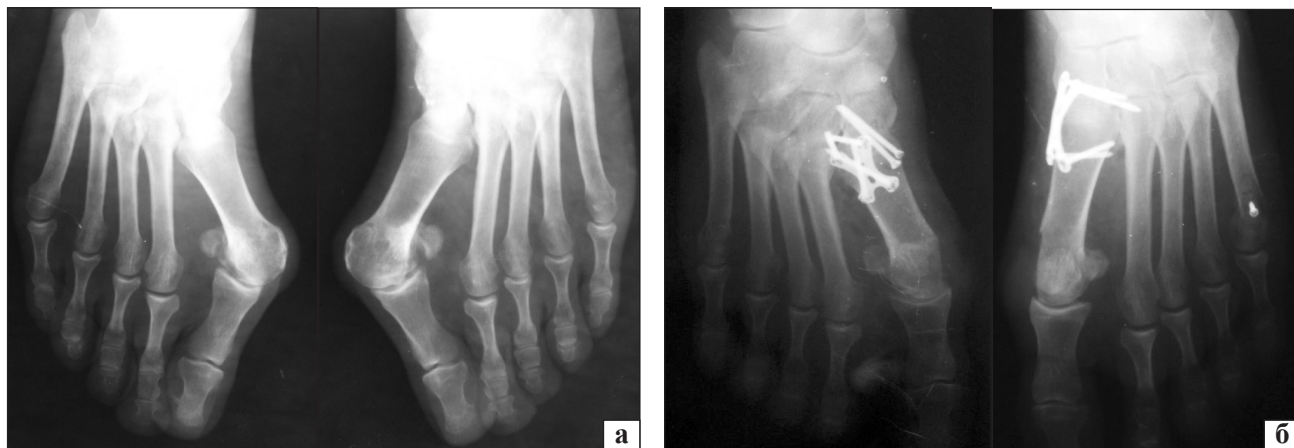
Рентгенограма стоп пацієнтки М., 32 роки, передньо-задня проєкція до (а) та через 2 роки (б) після операції
